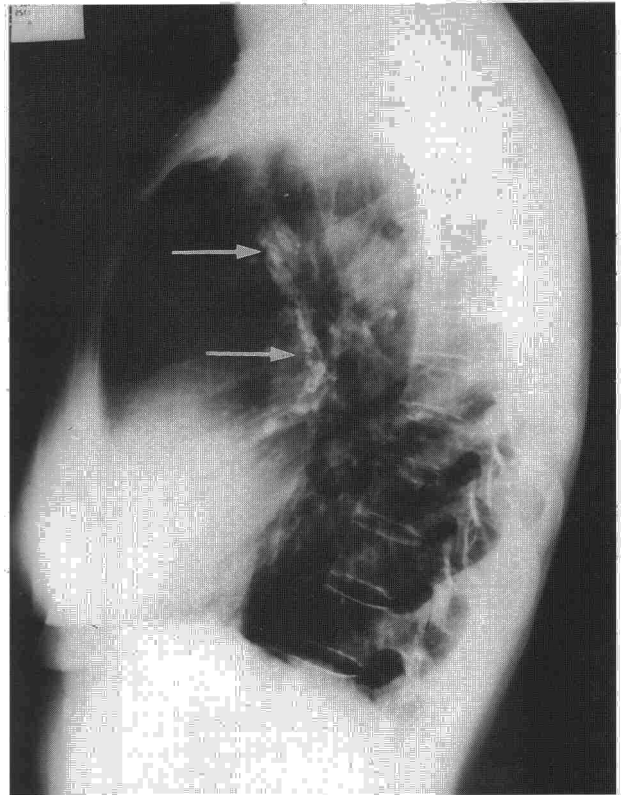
Radiografía lateral de tórax: adenopatías mediastínicas calcificadas (flechas).
